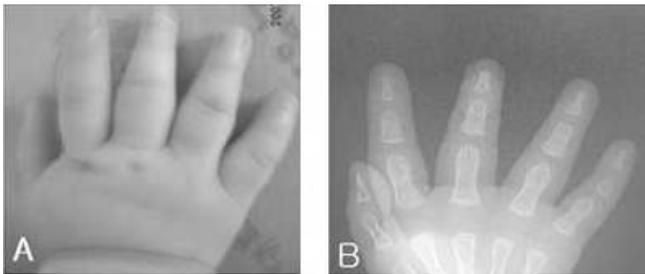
(A) Puffy and large hands with typical tapering fingers were seen in a patient with CLS. (B) Radiographs revealed the classic tufted drumstick-like appearance of the distal phalanges.
